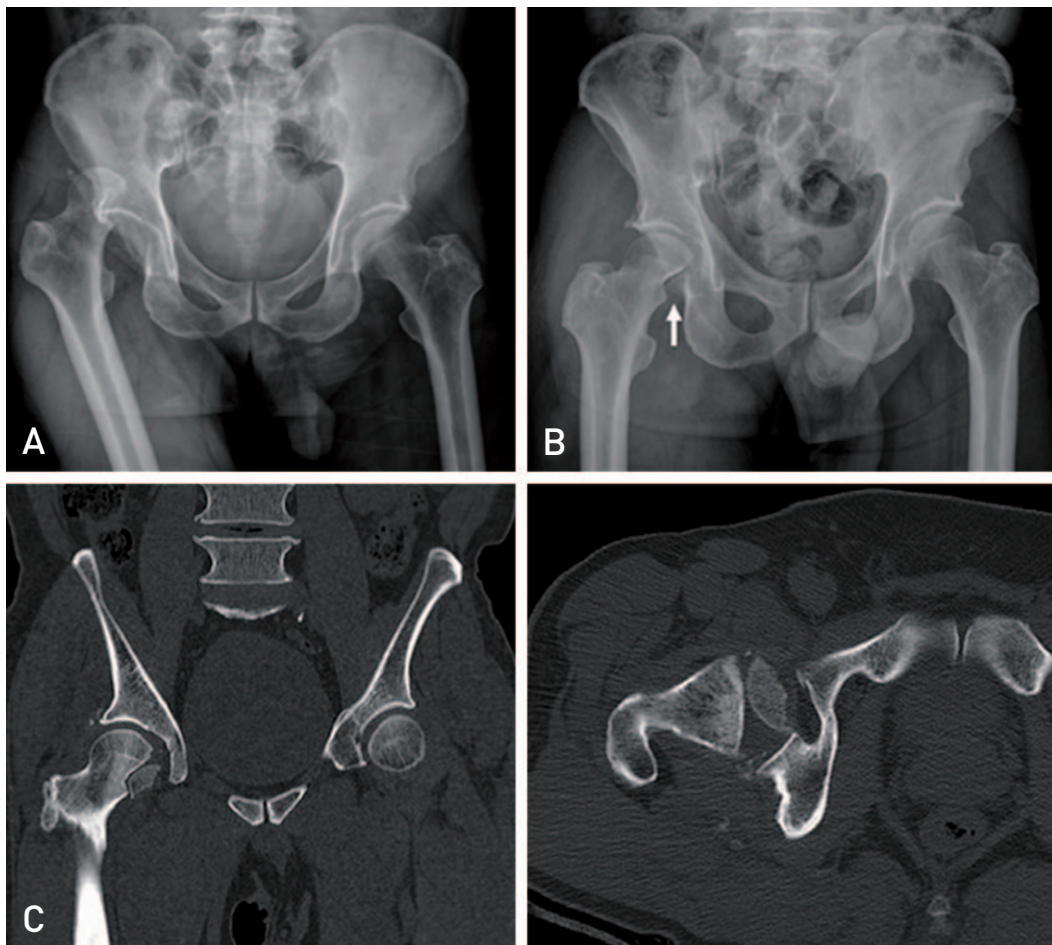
(A) The right hip was dislocated posteriorly and femoral head fracture was seen. (B) Closed reduction was done. But femoral head fragment (arrow) was displaced reversely. (C) Computed tomographic image of the right hip showed reversely displaced femoral head fragment.
